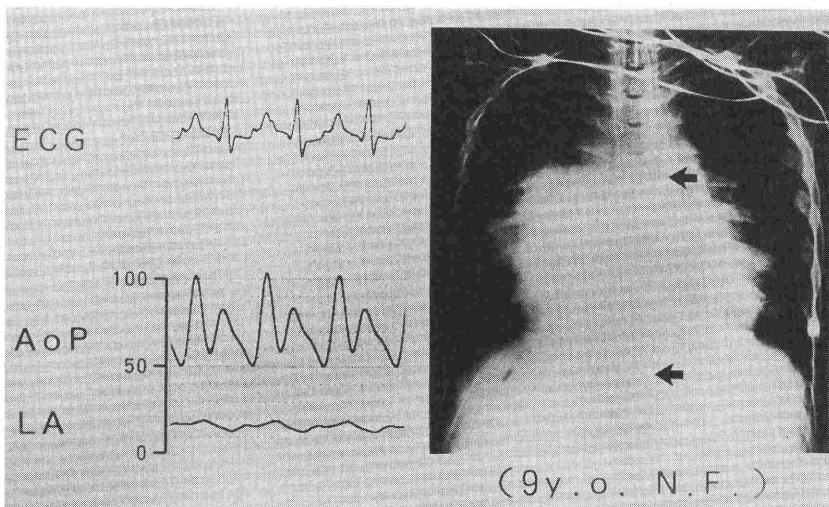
IABP 1:1 作動時の動脈圧波形と胸部X線写真(矢印にカテーテルを示す)
